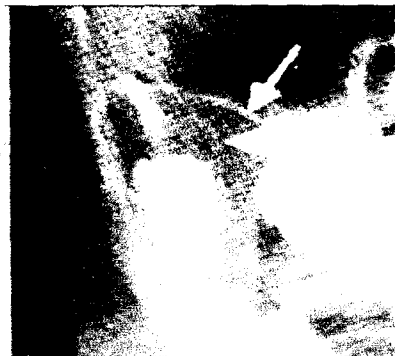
radiographie d'un Kyste dentigère : meme cas ci-dessus l'extrait d'un cliché standard en face basse postéro antérieure montre la position de la 48 incluse et refoulée dans le ramus chez un homme de 59 ans.
